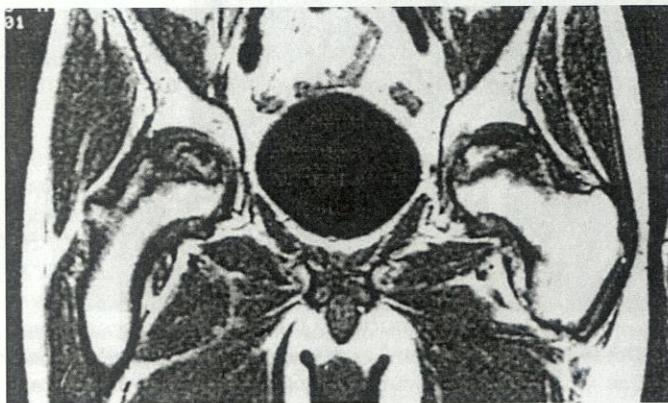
Магнитно-резонансная томография больного с двусторонним АНГБК. Сигналы с низкой интенсивностью локализируются в верхнем сегменте головок бедренных костей.
